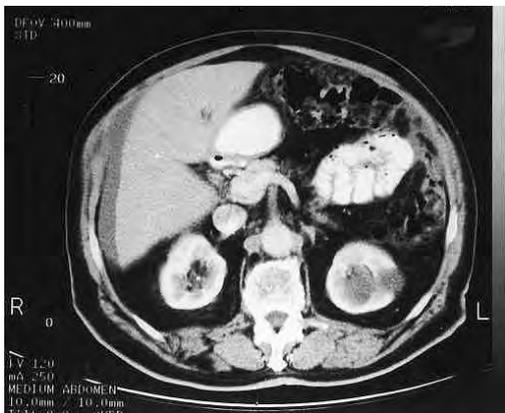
TAC Abdomen. Mesotelioma peritoneal: engrosamiento del epiplón y raíz del mesenterio.
